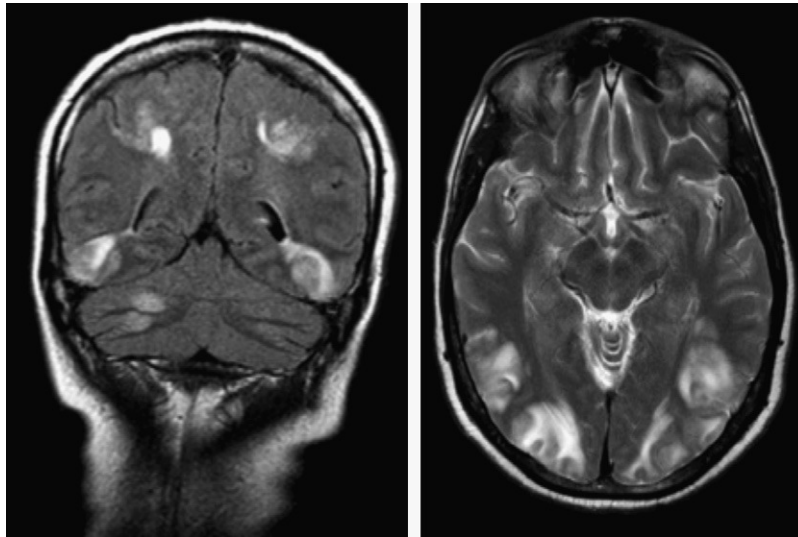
RMN cráneo con imágenes hiperintensas en secuencia flair coronal y T2, compatibles con Síndrome de PRES.
